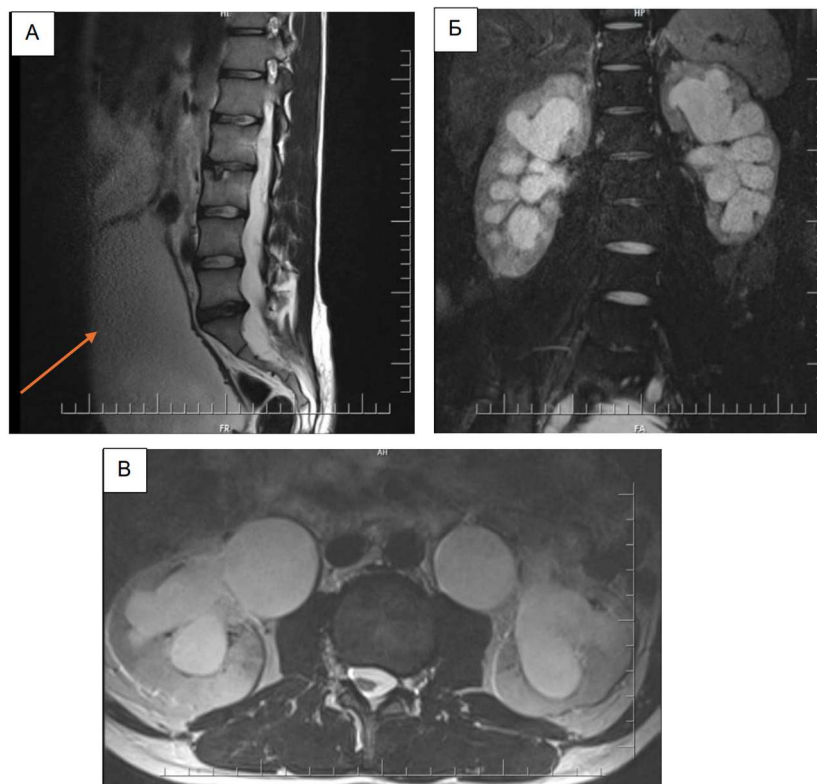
МРТ – изображения пациента Т. 23 лет, На T2- ВИ: А - хроническая задержка мочеиспускания с переполнением и перерастяжением мочевого пузыря (оранжевая стрелка), Б и В - выраженная гидронефротическая трансформация обеих почек (Б - в режиме с подавлением сигнала от жира FATSAT)
